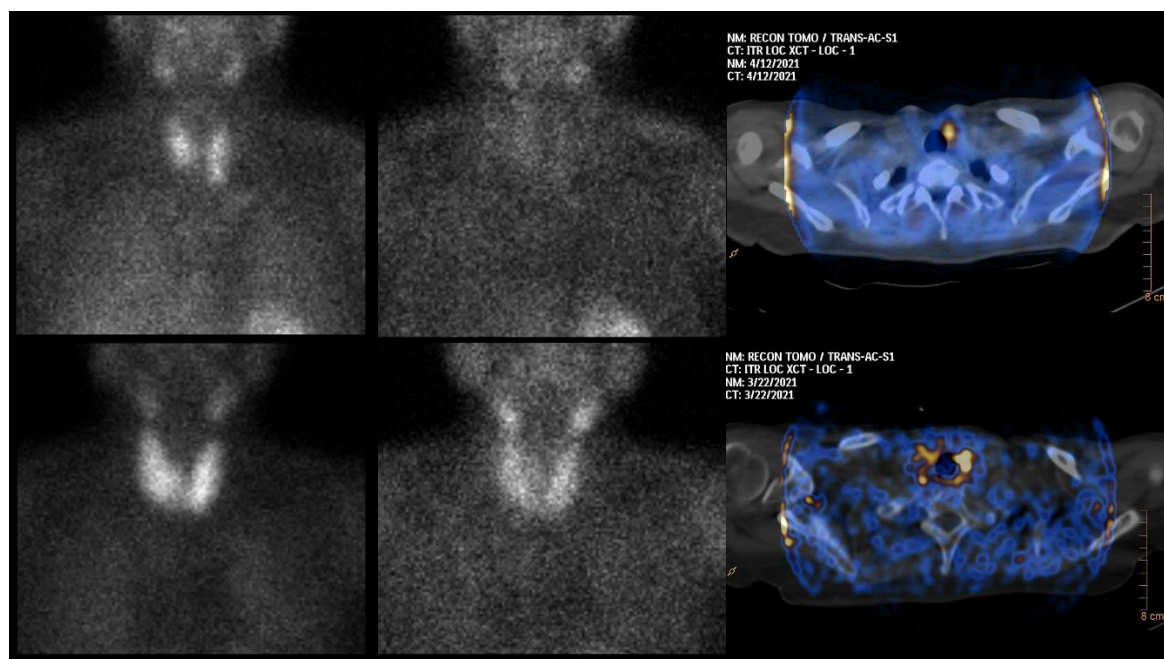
А. Визуализация типичной аденомы левой нижней ПЩЖ с быстрым клиренсом. Образование хорошо визуализируется в раннюю фазу (Grade 2), и в режиме ОЭКТ/КТ через 1 час после инъекции РФП. К моменту выполнения планарного исследования в отсроченную фазу РФП полностью выводится из ЩЖ и ПЩЖ. Б. Затрудненная визуализация ПЩЖ (Grade 0) из-за замедленного клиренса РФП из ЩЖ. ОЭКТ/КТ, проведенная через 1 час после инъекции РФП, позволяет различить сигнал от ЩЖ и ПЩЖ.
